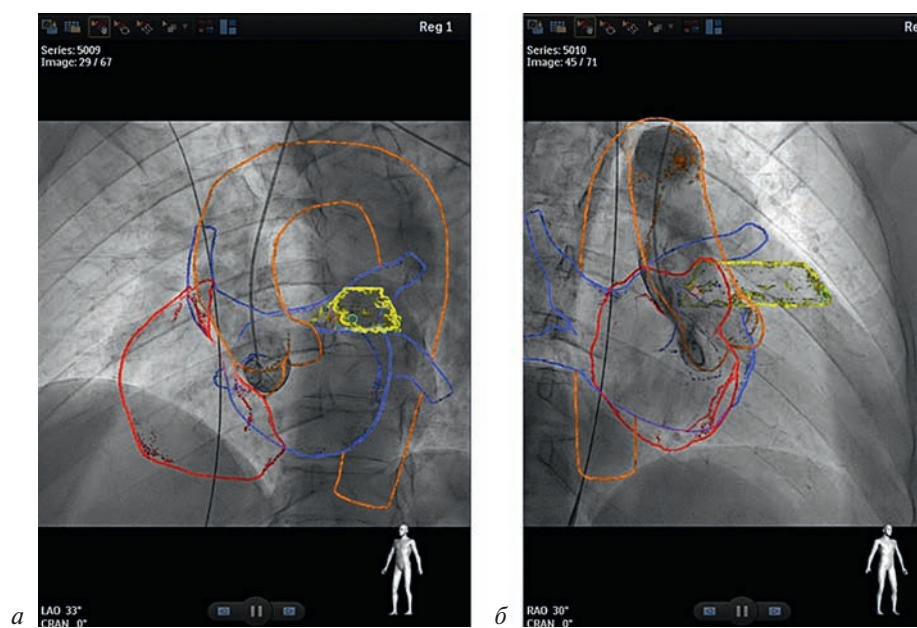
Аортография в 2 ортогональных проекциях (а, б) для синхронизации флюороскопического и КТ-изображений на экране ангиографической установки
